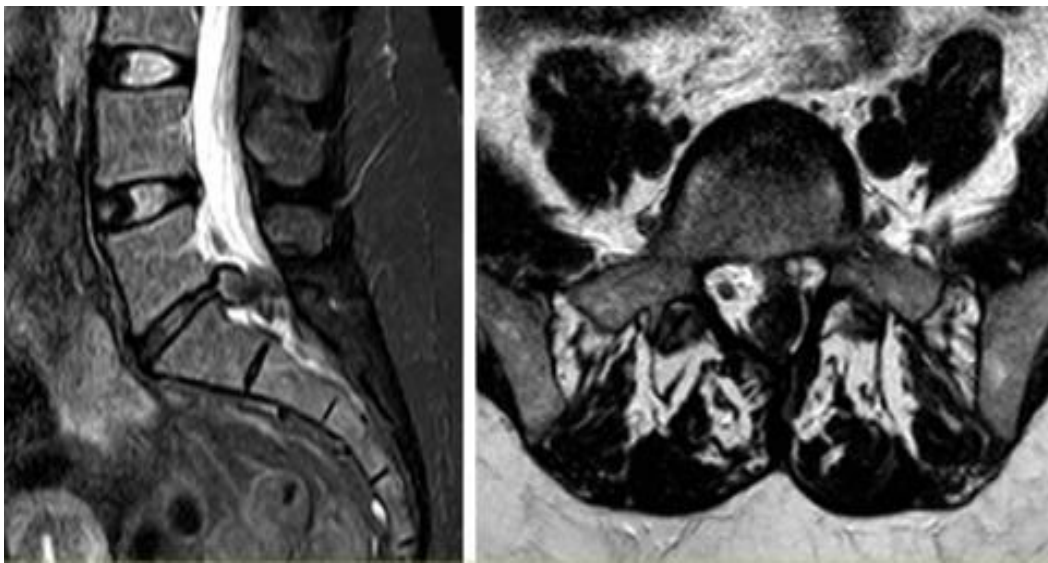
IRM lombaire (séquences T2 sagittale et axiale) démontrant une déchirure de l'anneau fibreux L5-S1 avec déplacement du noyau pulpeux et herniation discale intracanaulaire (hernie discale séquestrée)
